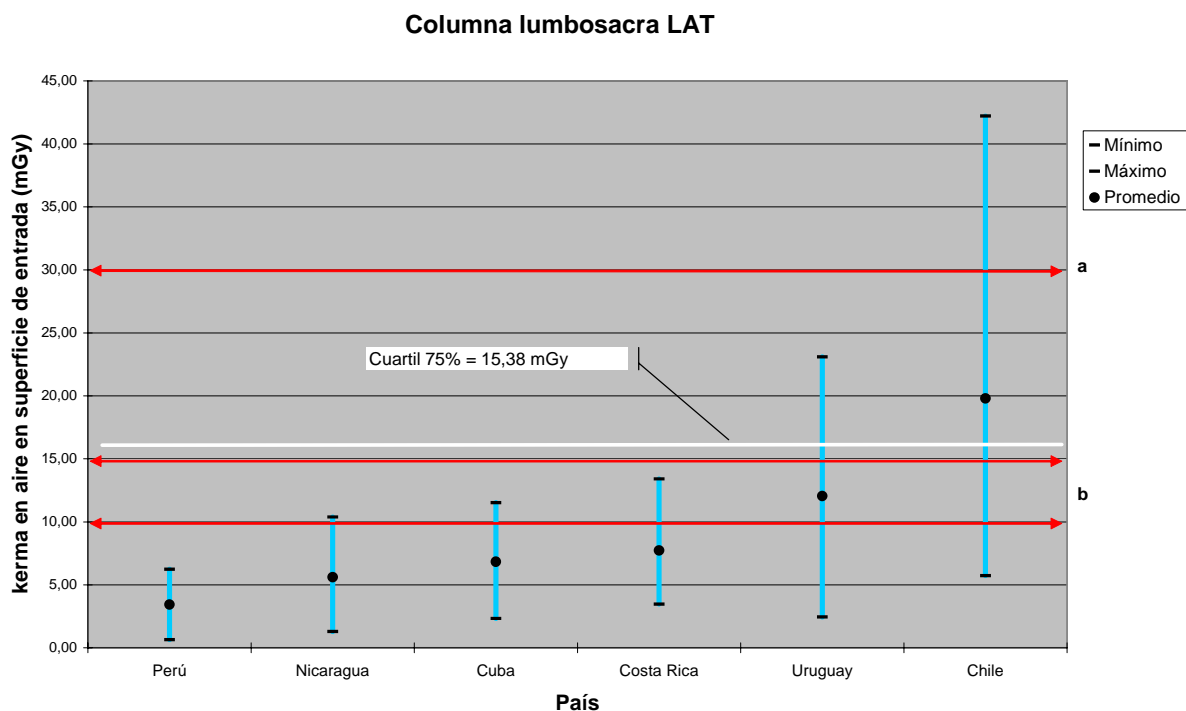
KERMA EN AIRE EN SUPERFICIE DE ENTRADA (mGy) PARA RADIOGRAFÍAS DE COLUMNA LUMBOSACRA LAT POR PAÍSES
